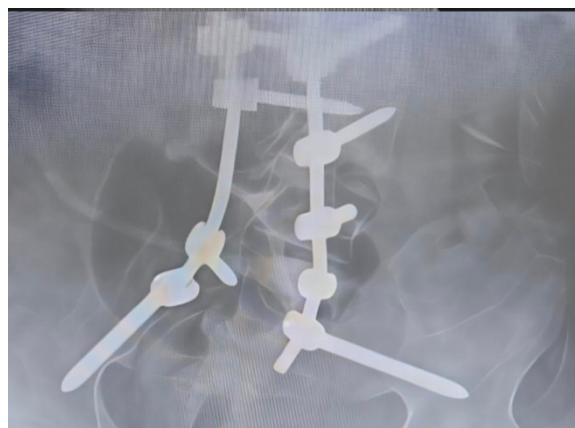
Imagem de radiografia na incidência anteroposterior da coluna lombar evidenciando a fixação espionopélvica.
